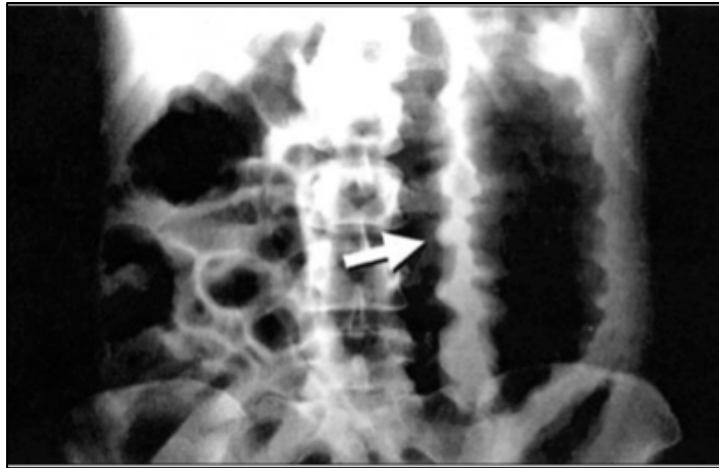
Radiographie (abdomen sans préparation) d'un mégacolon toxique [15]
